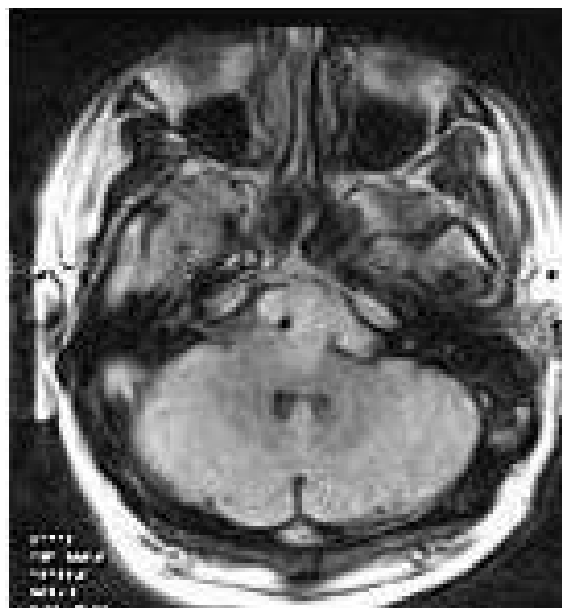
Петрокливальная менингиома, FAST FLAIR, аксиальная проекция
